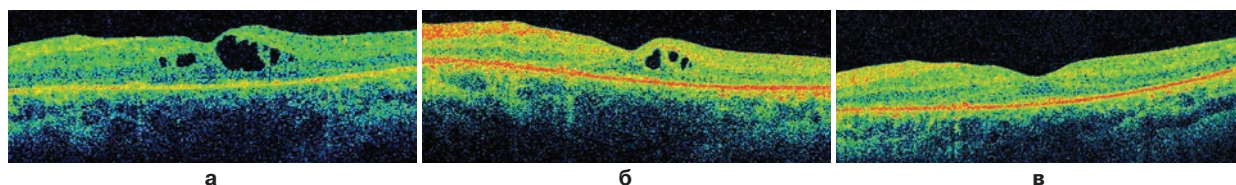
Томограмма сетчатки больного пигментным ретиinitом с единичными изолированными кистами сетчатки (а – до лечения, б – через 1 месяц после лечения, в – через 6 месяцев после лечения).
